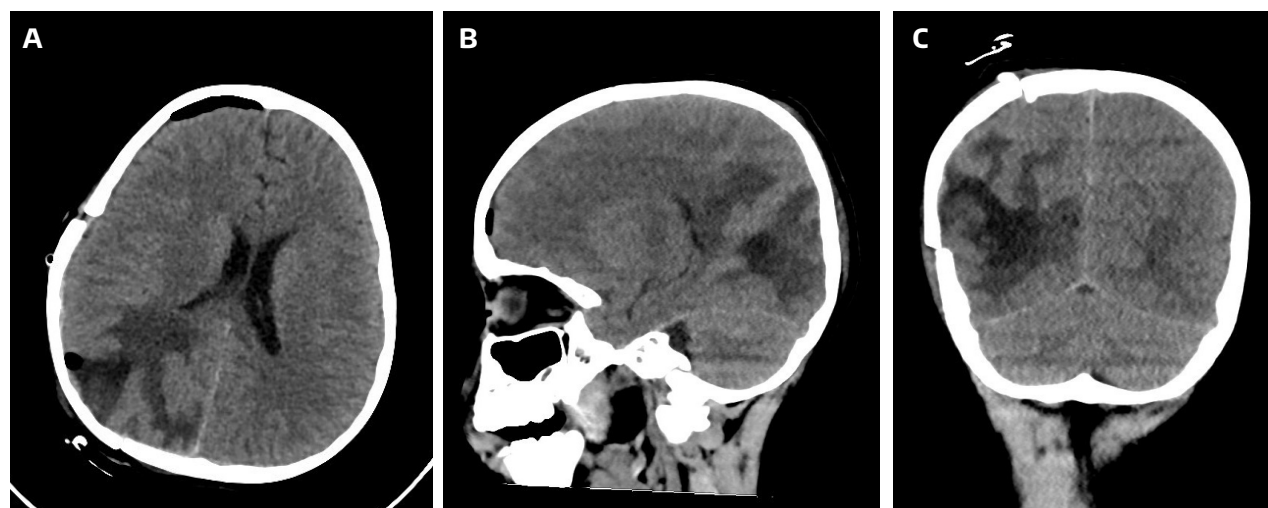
Tomografía Computarizada de cráneo simple. A. corte axial se observa neumocéfalo frontal, desplazamiento de la línea media en región frontal de forma dominante, craniectomía segmentada parietooccipital derecha. Imagen de colección líquida con cambios isquémicos periféricos parietooccipital derecho. B. corte sagital, C. corte coronal, imagen heterogénea en región parietooccipital derecha de contornos irregulares sin realce hiperdensos y de dos densidades, se ubica desde la región parietal superior y desciende hacia caudal hasta la corona radiada.
